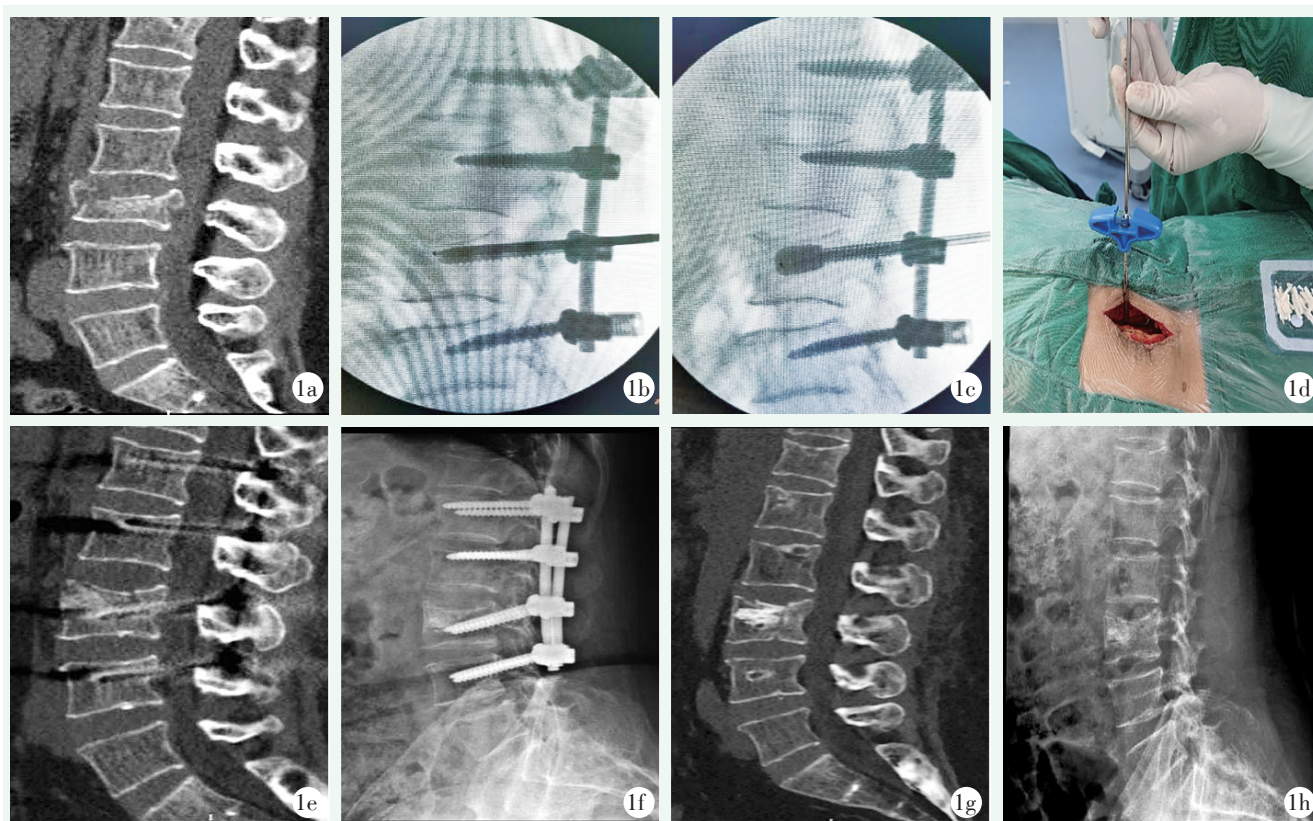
患者,女,60 岁, L<sub>3</sub>爆裂骨折行多裂肌间隙入路椎弓根螺钉内固定术伤椎椎体内植骨。1a: 术前 CT 平扫示前中柱爆裂性骨折,骨折块侵入椎管; 1b: 术中侧位 X 线片示根据患者伤椎情况规划置入骨水泥穿刺锥方向,实现“靶向穿刺”; 1c: 术中应用球囊到达骨折区域,进一步撑开复位; 1d: 多裂肌间隙入路椎体内植骨图像; 1e: 术后 3 d 复查 CT 示骨缺损区域“空腔”植骨充分; 1f: 术后 12 个月拆除内固定前复查 X 线片示骨折愈合良好,未见明显复位丢失,未发生“空壳样变”; 1g, 1h: 拆除内固定后 3 个月影像显示 L<sub>3</sub>椎体高度基本维持,无明显高度丢失及后凸畸形。
